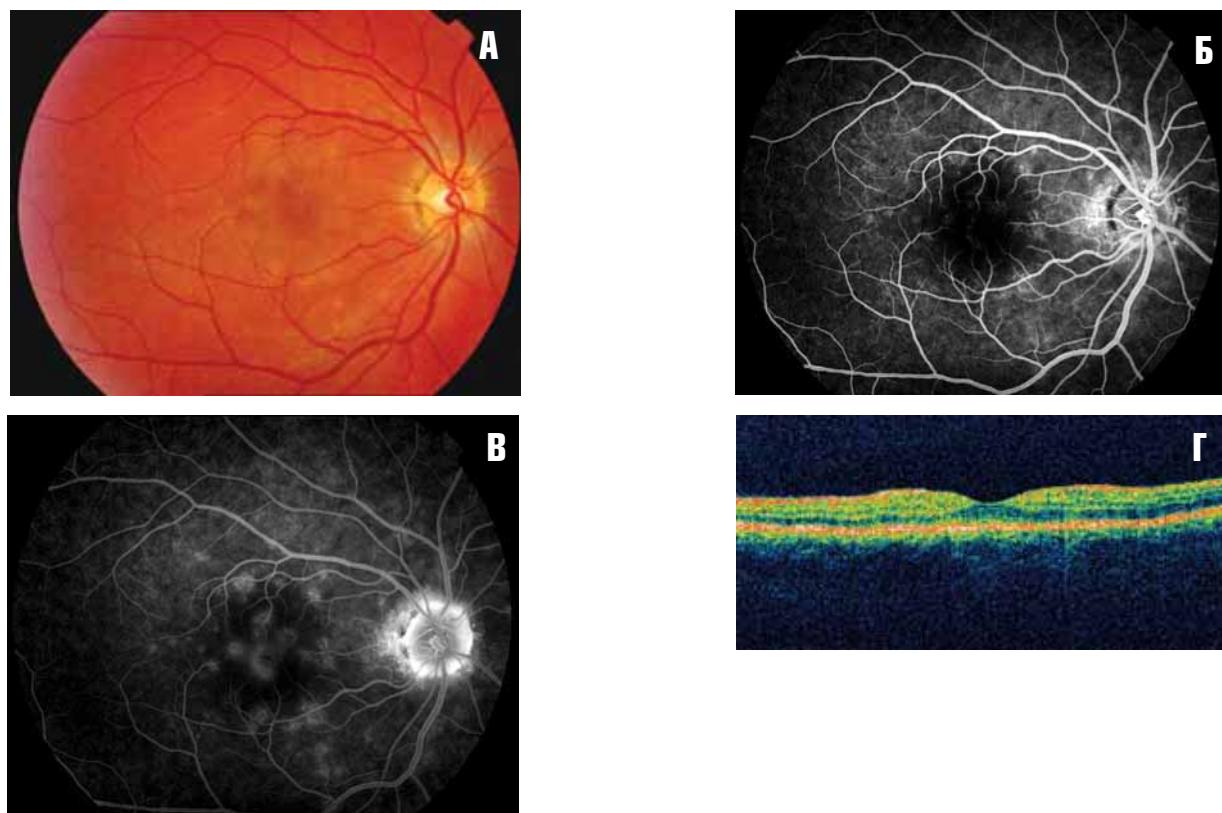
Цветная фотография (А), ранняя (Б) и поздняя (В) фазы ФАГ и томограмма макулярной области (Г) пациентки А. при первичном обращении
